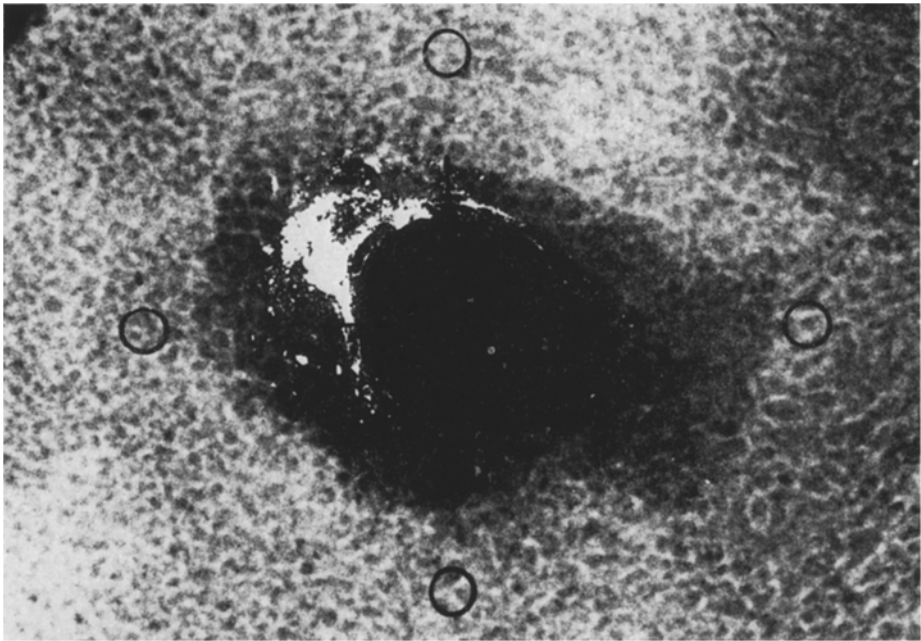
Kleinkaliber-Schußlücke der Kalotte. Ausschnittsvergrößerung des Röntgenbildes. Lage der annähernd runden photometrischen Meßflächen außerhalb der Bleianhaftungen und der Knochenausbrüche
